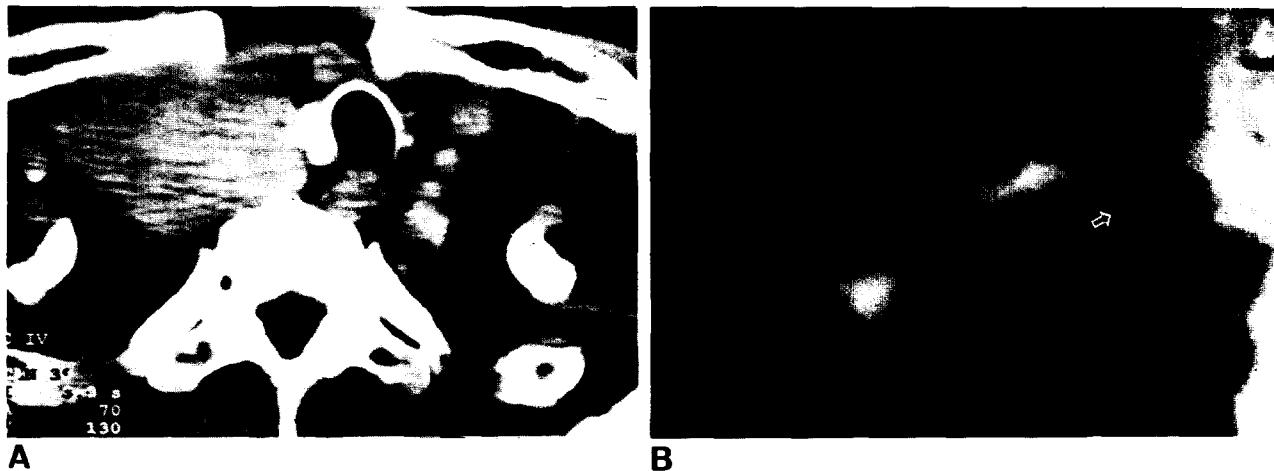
A. 술전 컴퓨터 단층촬영 사진. 상부종격동을 침범한 우측 종양에 의해 대혈관이 보이지 않으며, 좌측으로 전이된 기관과 우측 폐첨부의 암박소견을 보이고 있다. B. 정맥 조영술 사진. 같은 환자에서 우측 쇄골하 정맥의 암박소견(화살표)과 함께 침범이 의심된다.
